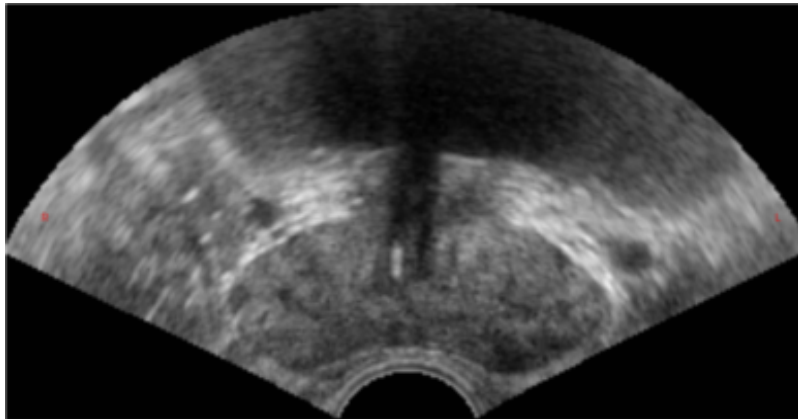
Déformation de la prostate induite par une sonde échographique transrectale. L'image est affichée en taille réelle, i.e. une hauteur de 55 mm.
